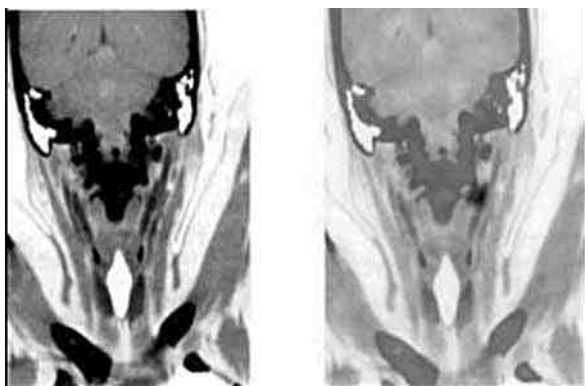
ПЭТ-КТ-исследование с маркером F18-ДОФА (параганглиома)
